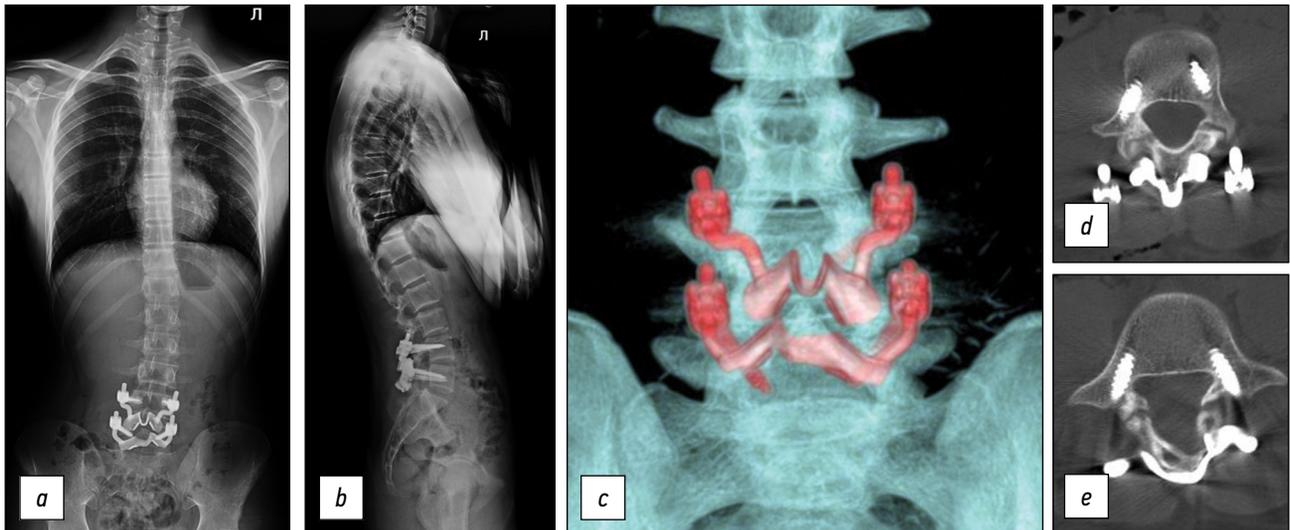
a, b* — постуральная рентгенография позвоночника, положение конструкции правильное, фиксация зон спондилолиза стабильная, сагиттальный баланс не нарушен, *c* — КТ поясничного отдела позвоночника, 3D-реконструкция, *d* — аксиальный срез на уровне L4 позвонка, *e* — аксиальный срез на уровне L5 позвонка.
